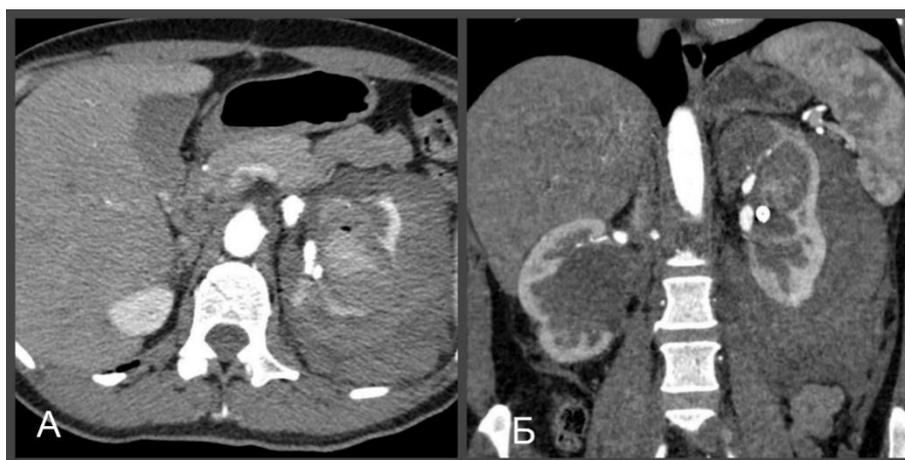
Компьютерная томография больной Р. А — аксиальная проекция. Б — коронарная проекция. Имbibиция кровью паранефральной клетчатки слева.
